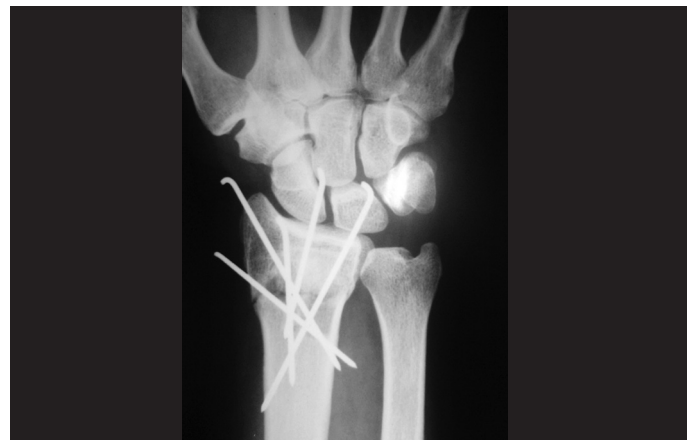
Radiografia de punho evidenciando o resultado pós-operatório imediato na incidência posteroanterior após a fixação da fratura do rádio distal com fios de Kirschner, com correção da angulação radial e restauração da altura radial.
